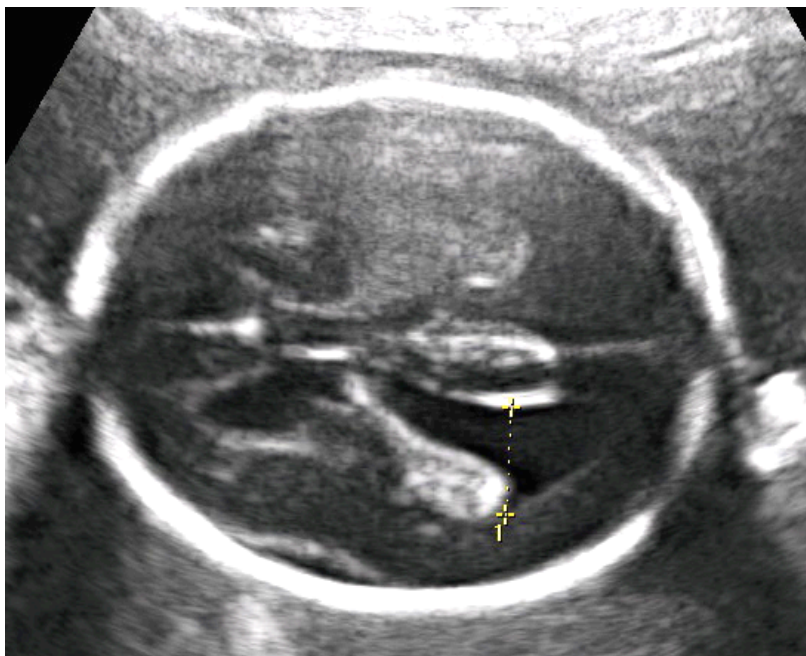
Ecografia: Ventricolomegalia bilaterale (22 settimane). Sezione assiale.
